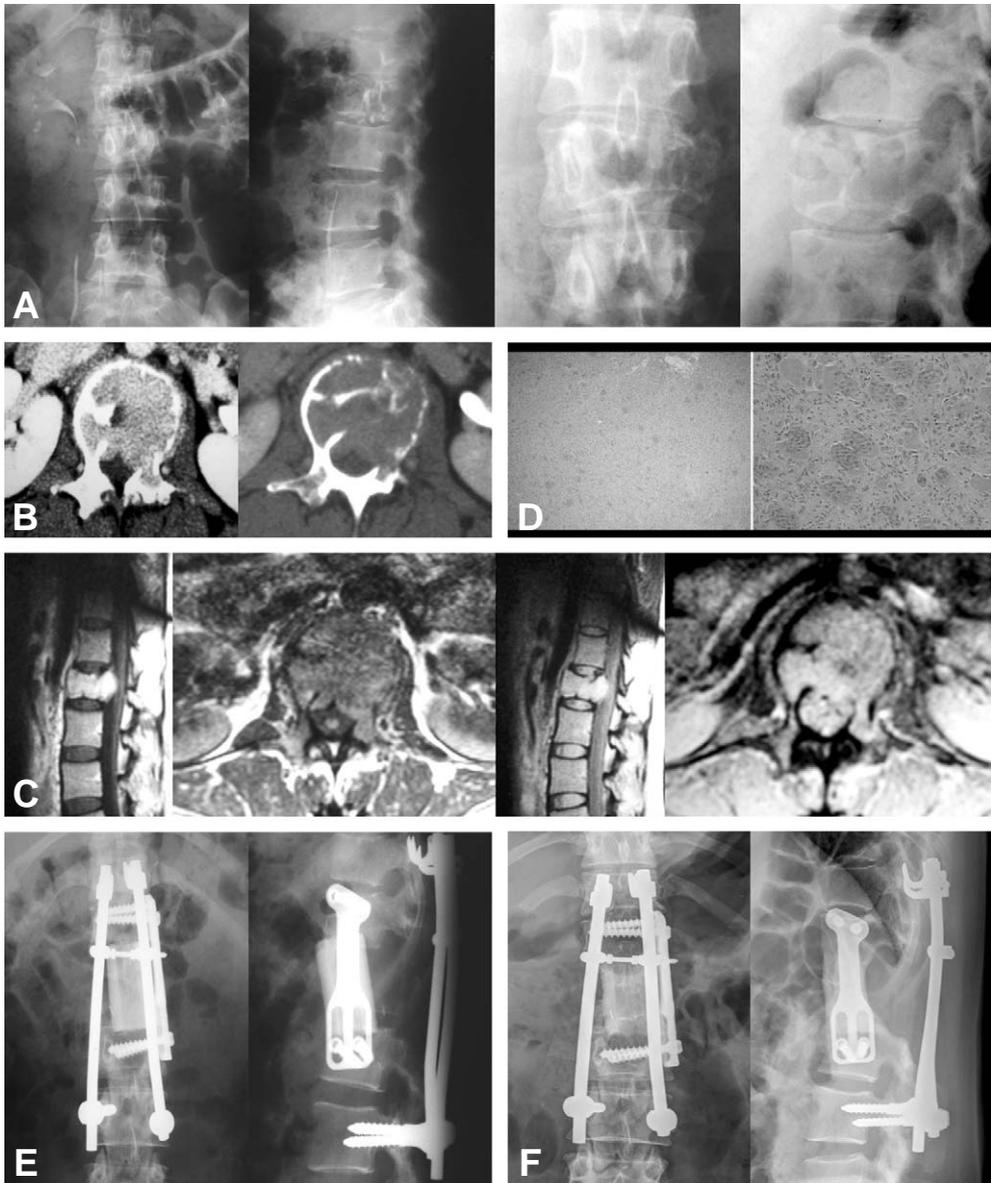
(A) Plain films show osteolysis and collapse of L1 vertebral body. (B) CTs show invasion of spinal canal by the tumor and destruction of vertebral body, left pedicle. (C) MRIs show invasion of spinal canal by the tumor, and collapsed L1 vertebral body. (D) Giant cell tumor was confirmed by CT guide biopsy. (E) Anterior and posterior resection and stabilization, AIF with structural allograft and Z-plate. (F) Plain radiograms show no local recurrence at POD 12years.
